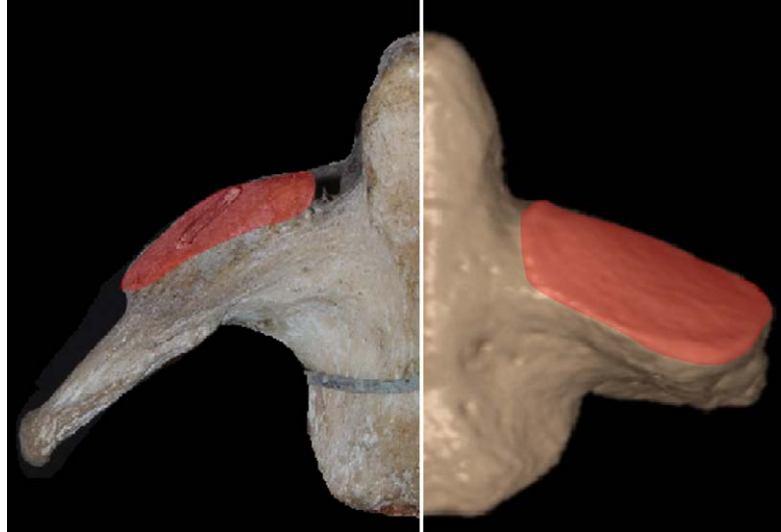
A sinistra porzione di epistroteo di gorilla (*Gorilla savagei*). Museo di zoologia dell'Università di Firenze. A destra porzione di epistroteo in *Homo sapiens*: si noti la maggiore estensione e la minor verticalità delle superfici articolari nell'uomo. TC cone beam di reperto della cranioteca del Museo di Antropologia di Firenze.
